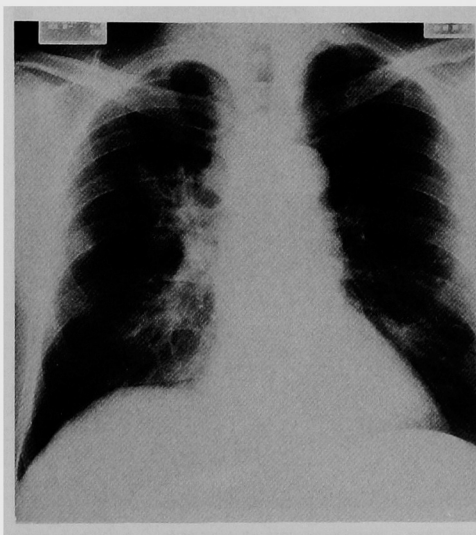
症例1 胸部X線写真。右肺門から肺野に向かって分葉状の結節影を認める。
